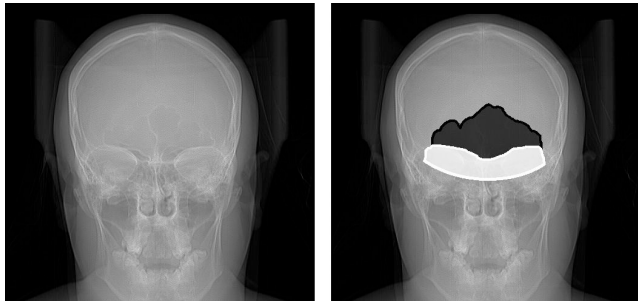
Radiografía del cráneo: sin segmentar (izquierda), con la segmentación de los senos frontales en negro y la región de oclusión en blanco.
